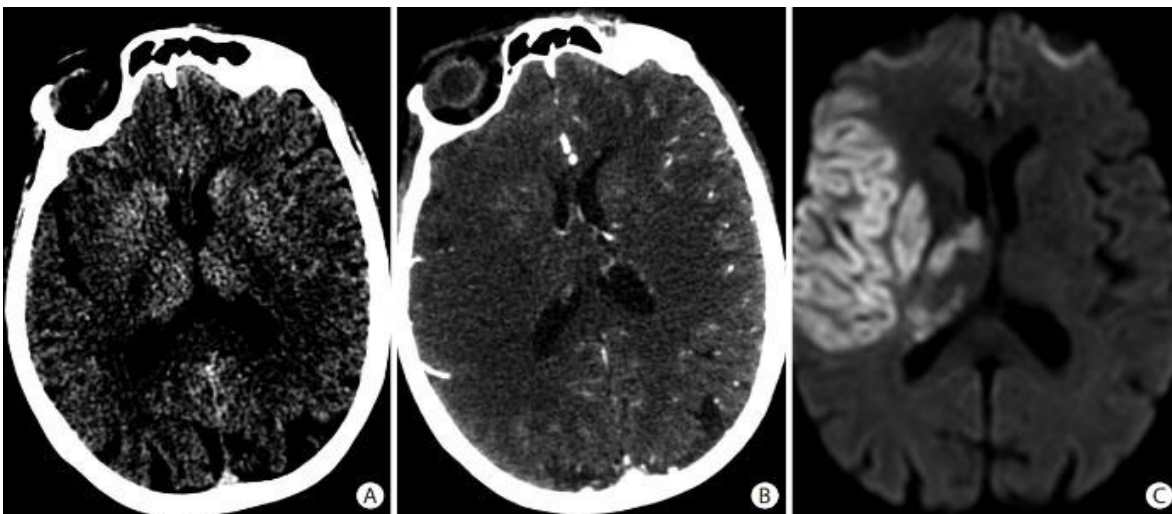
Cambios isquémicos tempranos observados en (A) tomografía computarizada (TC) craneal axial sin contraste como pérdida de densidad de la materia gris en la ínsula derecha, parte del núcleo lenticular, y las regiones frontotemporales derechas. Estos cambios se observan mejor en (B) las imágenes fuente de la angiografía por tomografía computarizada (CTA) axial y (C) las imágenes de resonancia magnética ponderada en difusión como áreas de difusión reducida. Se observan colaterales escasas en el territorio de la arteria cerebral media derecha en (B) las imágenes fuente de CTA.
